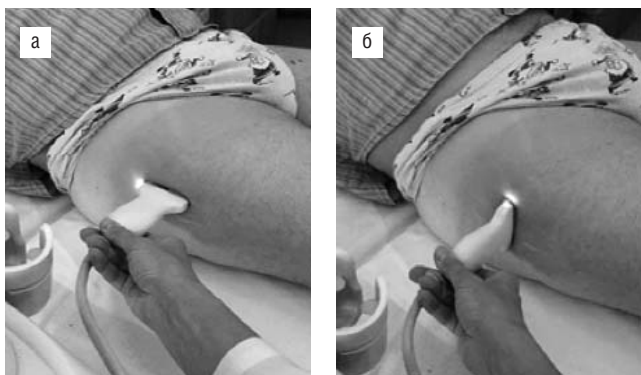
УЗИ большого вертела бедренной кости в продольной (а) и поперечной (б) проекциях
